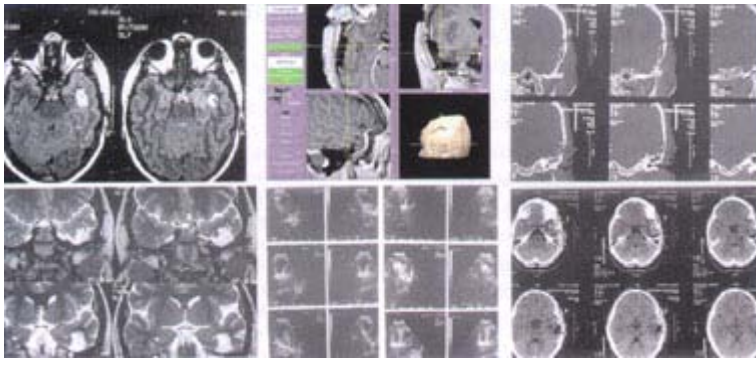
Ganglioglioma del Hipocampo: Epilepsia quirúrgica. A: RM preoperatoria axial. B: RM preoperatoria coronal. C: Neuronavegación virtual con Instatrak 3000. D: Ecografía intraoperatoria. E: TAC cerebral con ventana osea para reparto de electrodos. F: TAC cerebral postresección.
